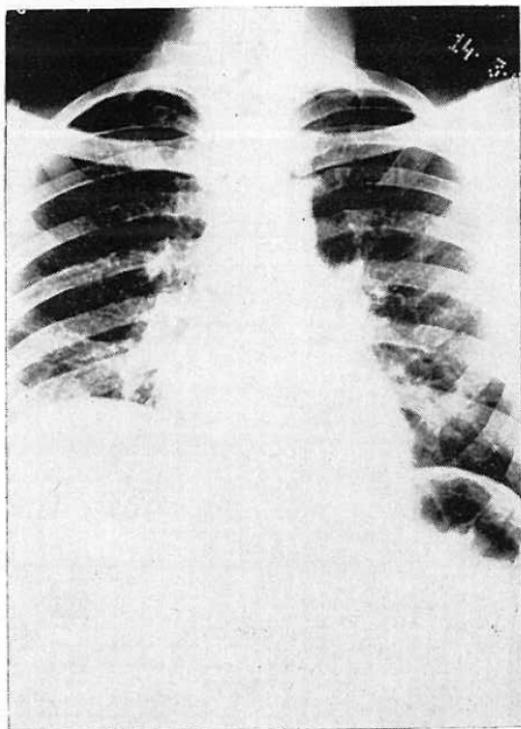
Radiografía postero anterior del tórax, que demuestra elevación considerable del hemidiafragma derecho, en un caso de absceso hepático amibiano.
